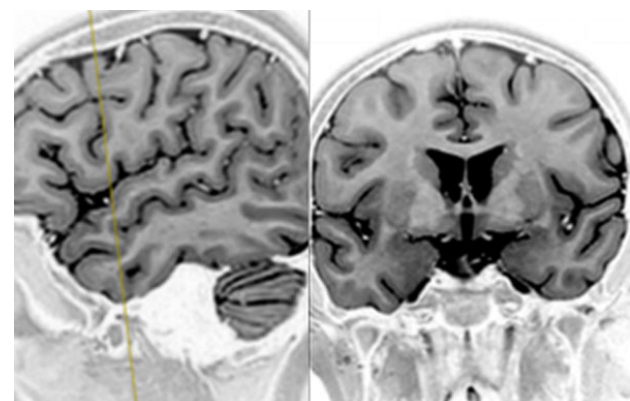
RM. Se observa área gliótica inespecífica en la sustancia blanca subcortical frontal derecha, sin identificarse una lesión estructural definida.
